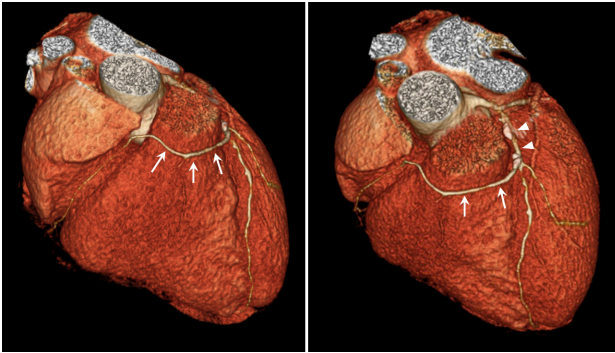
Three-dimensional volume-rendered images reconstructed from coronary computed tomography angiography showing the anomalous right coronary artery (arrows) originating from the mid-segment of the left anterior descending artery (arrowheads), and running to the right atrioventricular groove, passing anterior to the pulmonary artery.
